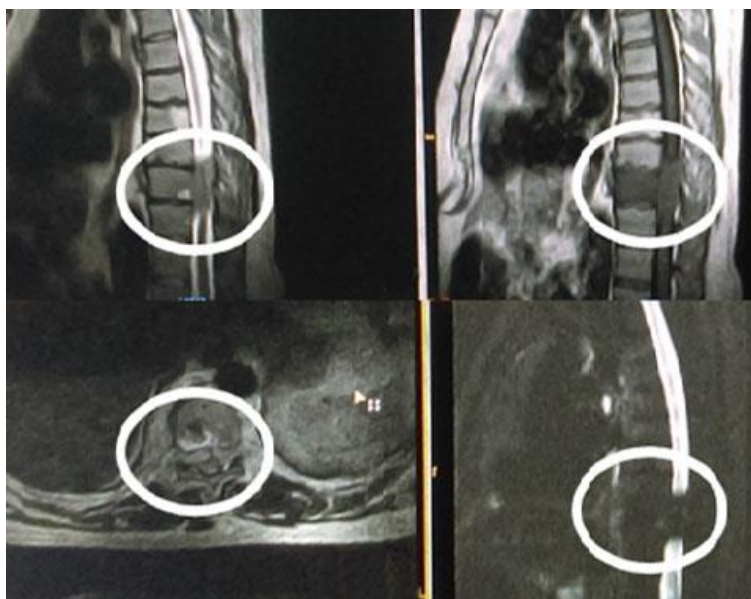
IRM de columna dorsolumbar, lesión que invade canal medular y raíz dorsal derecha.
